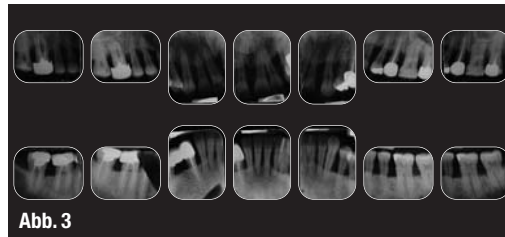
3_ Der Röntgenstatus zeigt die Knochenverhältnisse; an den Frontzähnen liegt ein großer Knochendefekt vor.
